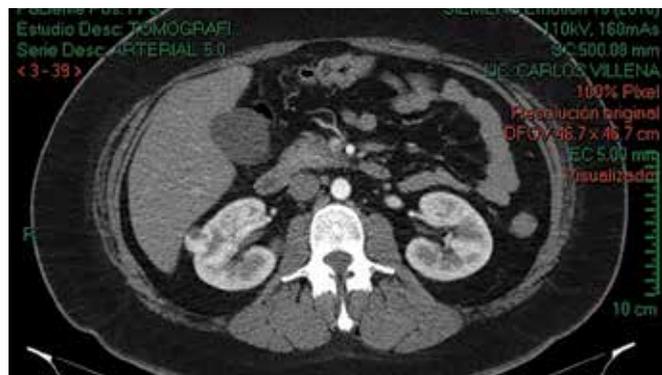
Urotomografía (Uro-TC) corte axial, en fase arterial.
